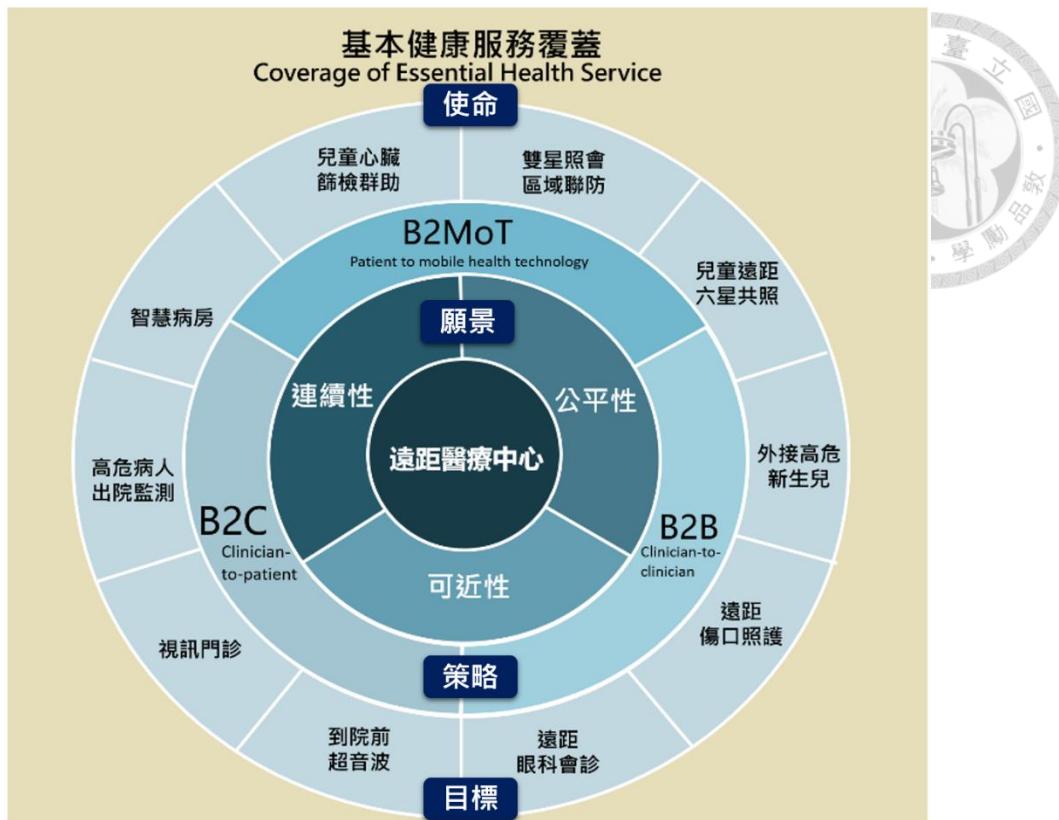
臺大醫院雲林分院遠距醫療中心業務概念圖。以「基本健康服務之覆蓋性」為宗旨，以弭平「公平性」、「可近性」、「連續性」之不足為願景，藉由發展「醫療提供者對醫療提供者 (B2B)」、「醫療提供者對醫療需求者 (B2C)」、「醫療需求者對通訊設備 (B2MoT)」三大遠距醫療方式為策略，成立多元化遠距醫療目標專案。現行的專案共計有「雙星照會區域聯防」、「兒童遠距六星共照」、「外接高危新生兒」、「遠距傷口照護」、「遠距眼科會診」、「到院前超音波」、「視訊門診」、「高危病人出院監測」、「智慧病房」、「兒童心臟篩檢群助」等，並持續增加中。
